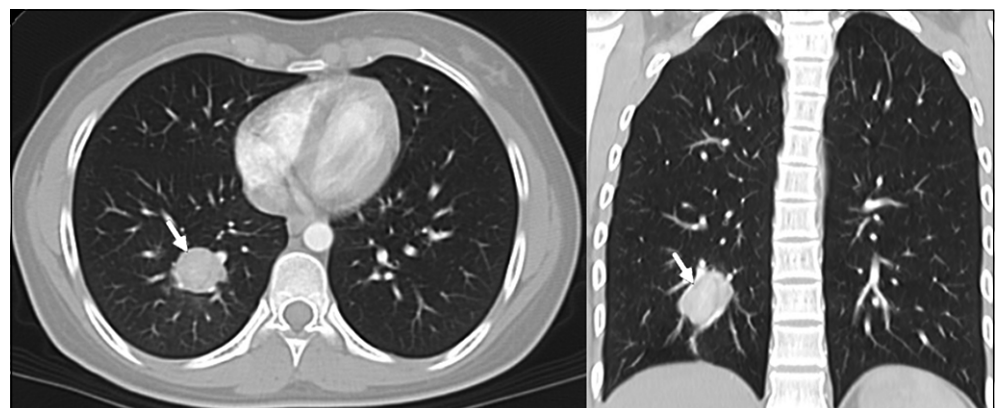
Tomografía computarizada de tórax de alta resolución. Presencia de nódulo con densidad de tejidos blandos en el segmento posterior del lóbulo inferior derecho de 2,0 x 2,7 cm (flecha).
